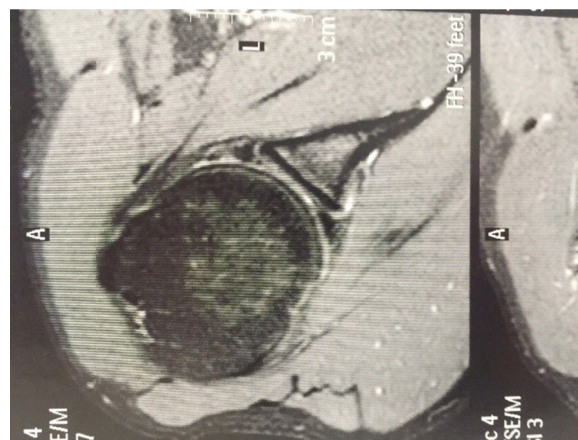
Imagem de ressonância magnética que mostra lesão labral anterior e posterior.
